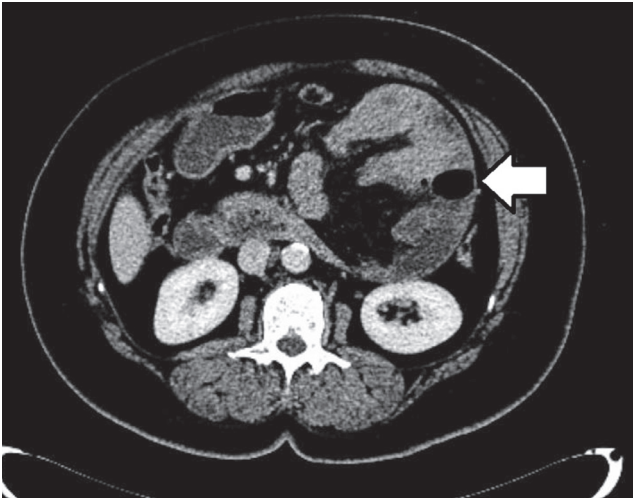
Intestinal loops clumped to left upper quadrant in axial section on computed tomography
